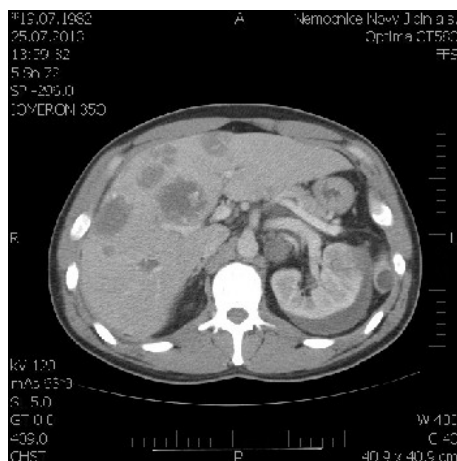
3. a) CT sken dutiny břišní, b) detailní znázornění ložiska v ledvině, zpracování obrazu provedeno v programu Matlab.
